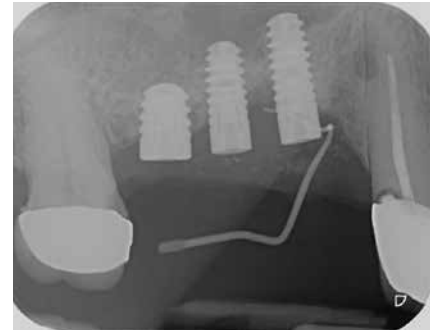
Ausgeprägte Suppuration mit Fistelbildung (Guttaperchastift im Fistelgang). Der Sequester wurde vor Erstellen des Röntgenbildes entfernt; es folgte die periimplantäre Tiefenreinigung.
